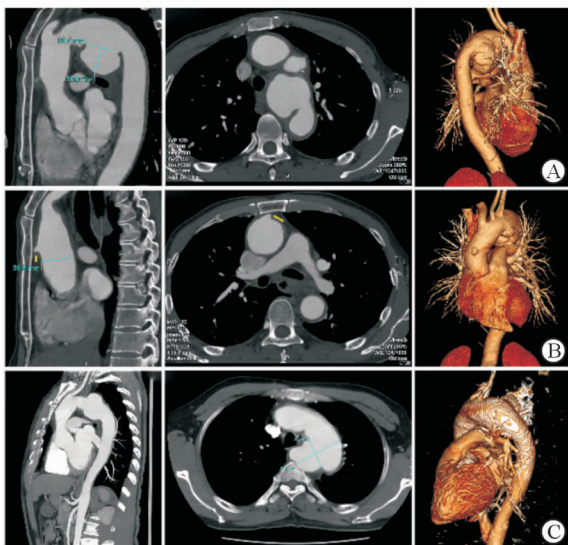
术前 3 种形态主动脉瘤的胸主动脉 CTA 结果
